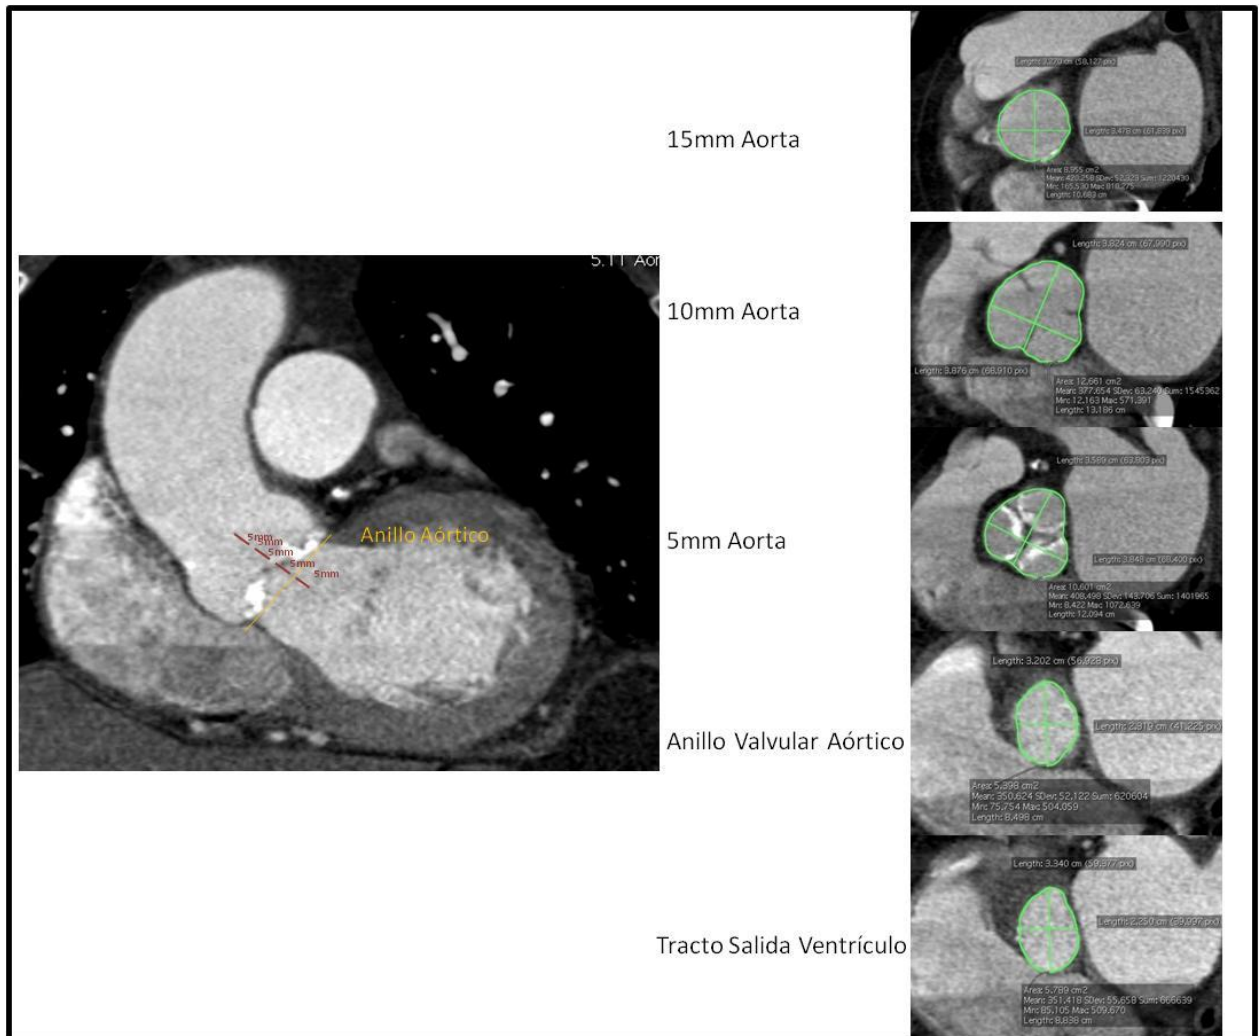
Niveles de corte tomografico que componen el complejo valvular aórtico.
